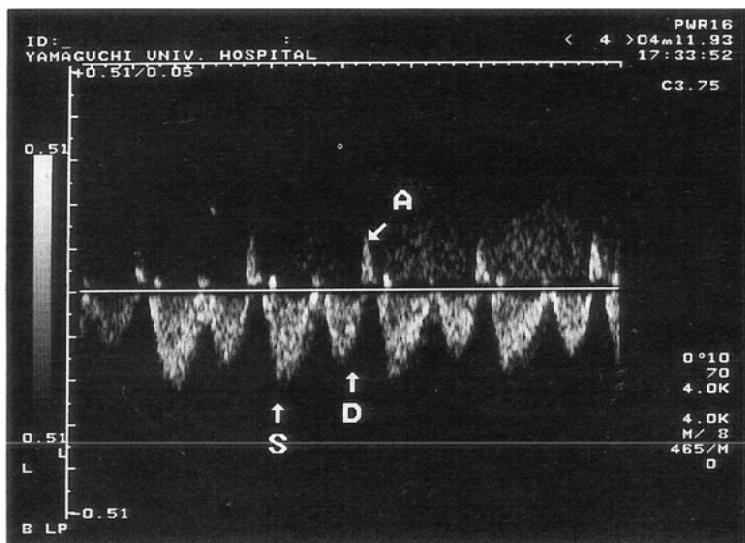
Triphasic signal was detected in the lesion and consisted of S wave, D wave and A wave using pulsed doppler technique.
